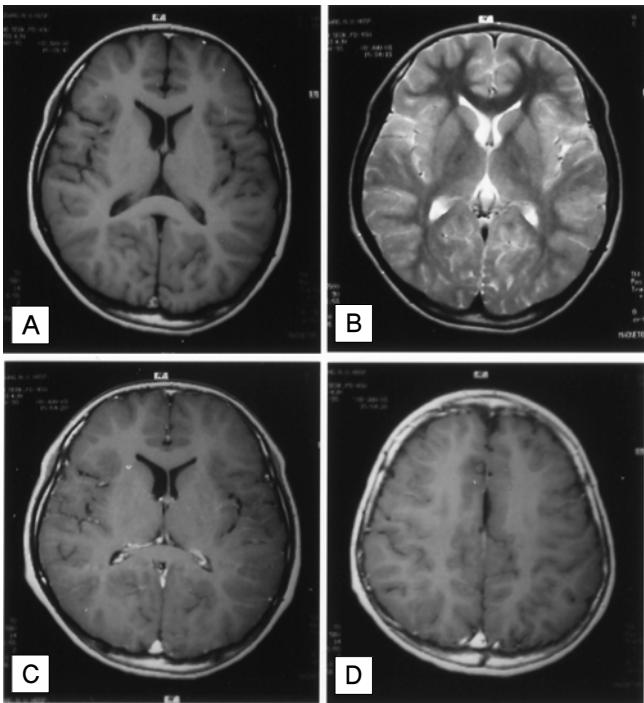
Brain MRI after 8 months later shows that previous enhancing lesions in cerebral hemisphere, especially cortex and basal ganglia disappeared.
